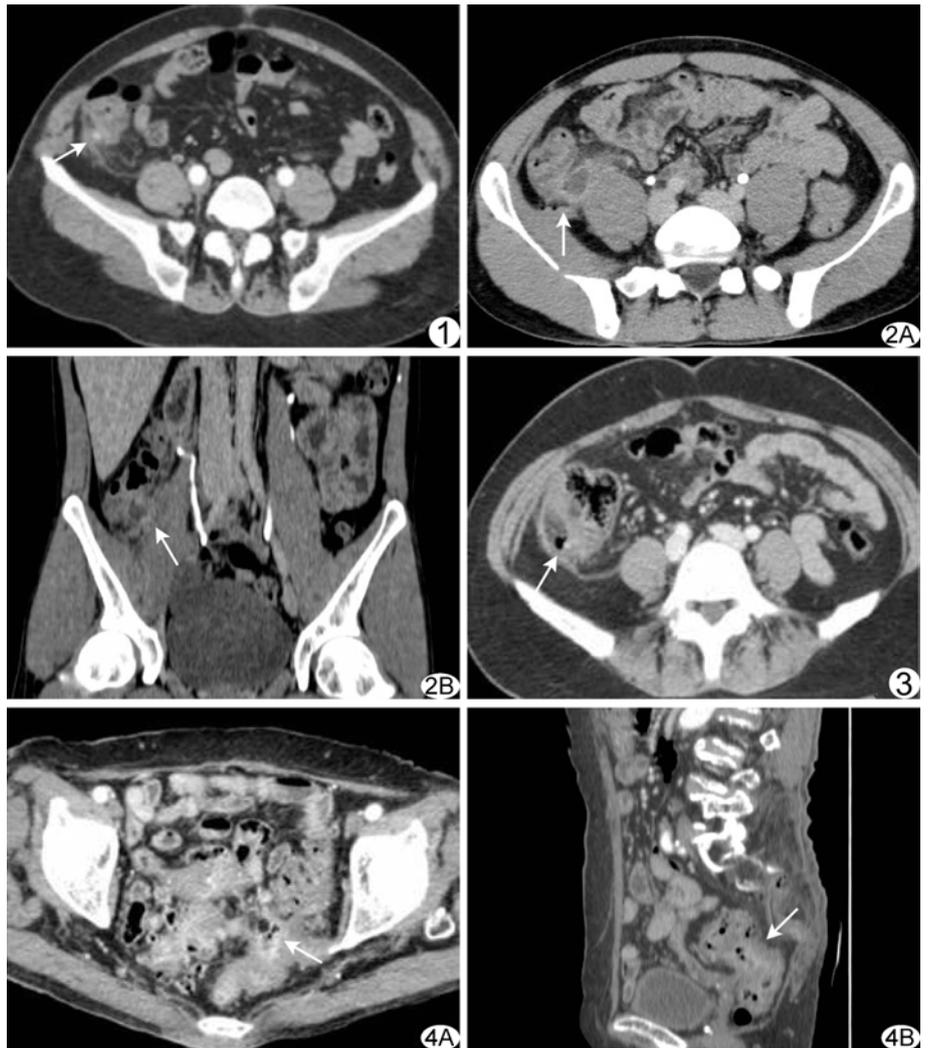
患者女,52 岁,升结肠下段后外侧壁局限水肿增厚,局部见一憩室(箭),壁水肿模糊,周围渗出,邻近腹膜增厚,CT 分级为 2 级憩室炎,临床行保守治疗治愈后出院 图 2 患者男,27 岁,升结肠后内侧壁见一囊袋样突起(箭),大小约 2.0 cm×1.4 cm,其内见液体及少许气体,病灶周围脂肪间隙模糊,增强扫描囊壁及周围肠壁强化较明显,CT 分级为 3 级憩室炎,临床行保守治疗治愈后出院 A. 轴位; B. 冠状位 图 3 患者女,47 岁,升结肠下段多发憩室并局部后外侧壁水肿、周围渗出,邻近腹膜增厚,见小气泡影(箭),CT 分级为 4 级憩室炎,临床行保守治疗治愈后出院 图 4 患者女,86 岁,结肠壁多发小袋状突起,以乙状结肠显著,局部乙状结肠壁明显增厚水肿,周围渗出,结构不清,直肠上段与乙状结肠中段粘连明显,其间似见一瘘道相通(箭),CT 分级为 5 级憩室炎,临床行手术治疗后出院 A. 轴位; B. 矢状位
